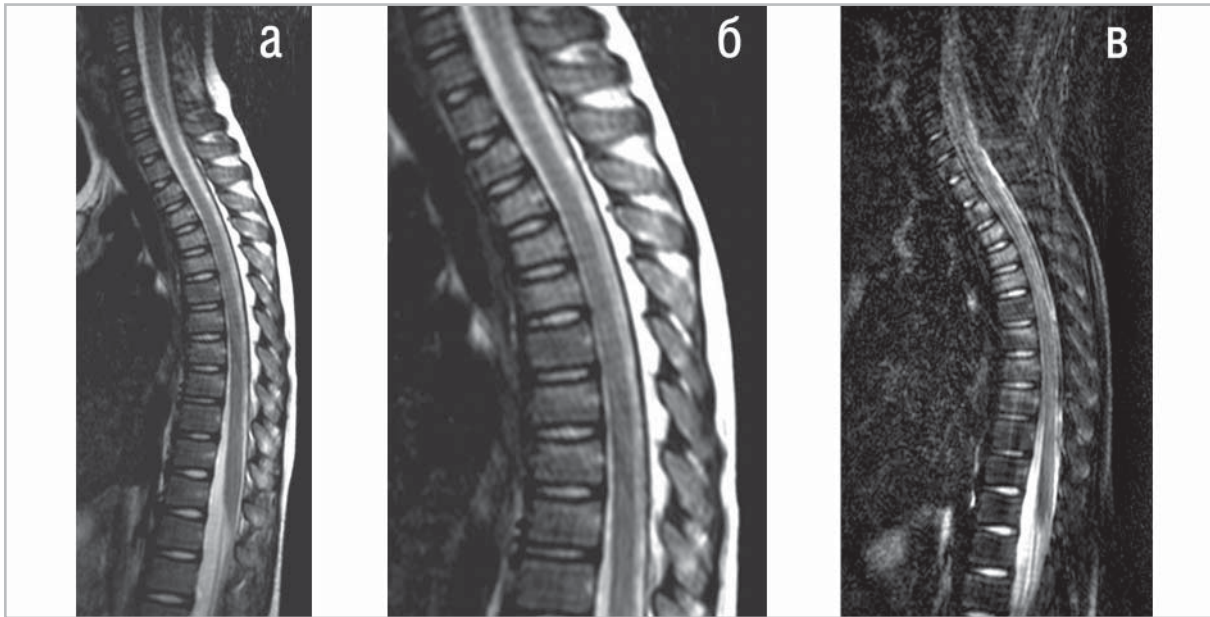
Тот же б-ной. МРТ шейного и грудного отделов позвоночника, сагиттальная проекция в импульсной последовательности и SE T2ВИ (а, б) STIR (в). Компрессионный перелом тел Th2, Th3, Th4, Th5-Th7, Th8, ушиб тела Th9. Четко визуализируется усиление МР сигнала и клиновидная деформация со снижением высоты тел позвонков Th2, Th3, Th4, Th5-Th7, Th8; тело Th9 при измененном сигнале без клиновидной деформации и снижения высоты.
